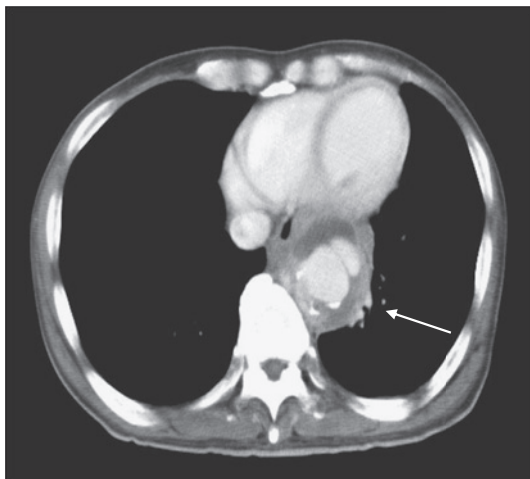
Chest computed tomography (CT) on admission showing lobulated aneurysm with low-density area around the aorta (arrow).
